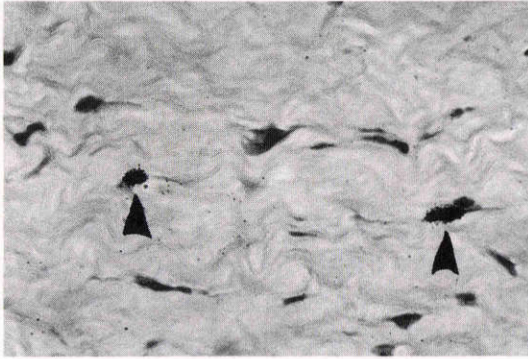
術後10日目 (host実質), H-E染色 (^3H -thymidine autoradiography), $\times 200$
